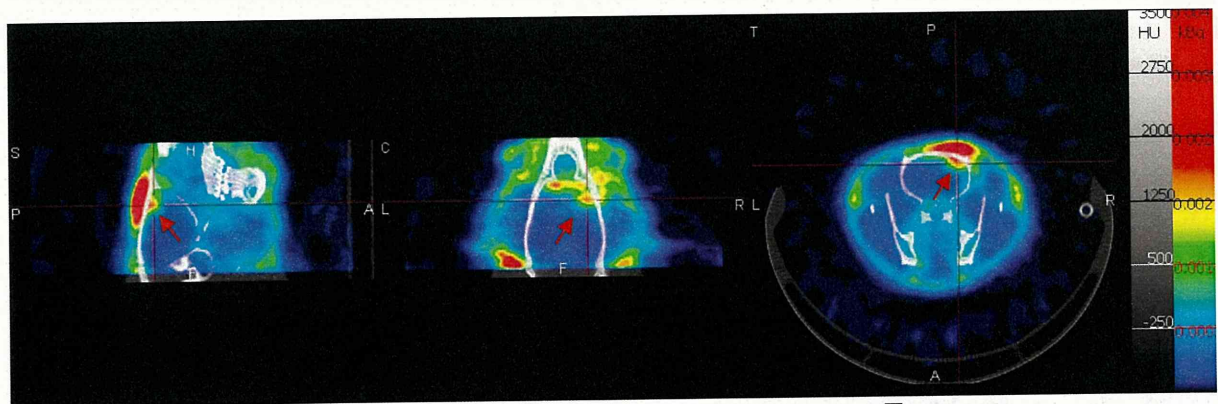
2時間データを加算して得られたラット脳SPECT画像とX線CT画像とのフュージョン
